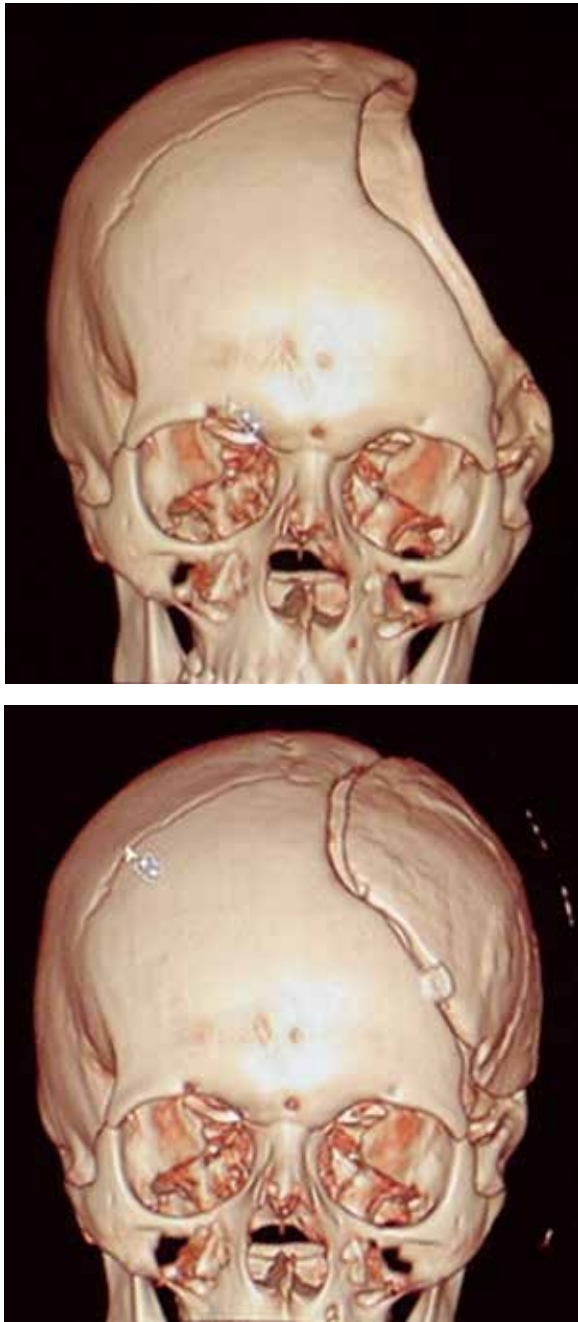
Imagem de tomografia em 3D após a reconstrução.
